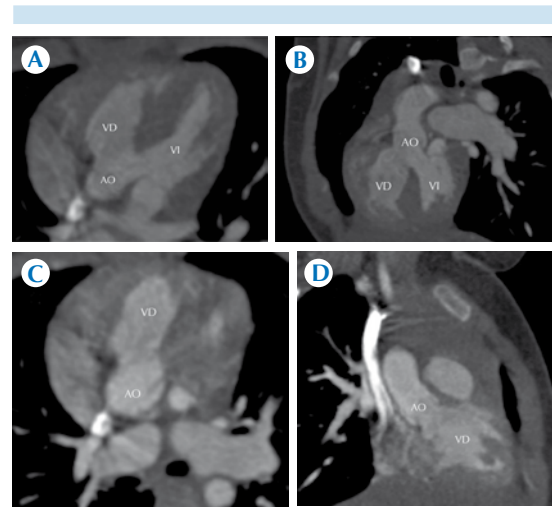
Defecto del septo ventricular. Angiotomografía cardiaca que demuestra comunicación interventricular. A) Proyección cuatro cámaras. B) Proyección eje corto.
